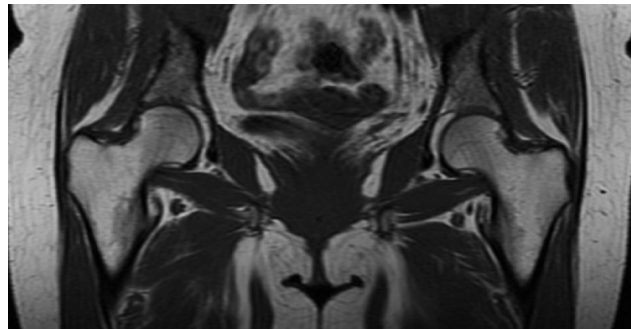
Corte axial de IRM potenciada en T1 realizada en el Hospital La Paz (Madrid).
